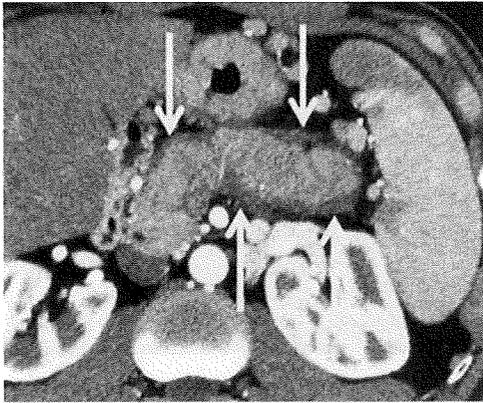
ダイナミックCT 脾実質相。脾はびまん性に腫大しており、実質の増強効果は不均一に低下している。辺縁部には帯状の低吸収域(→)がみられ、被膜様構造(capsule-like rim)と考えられる。
